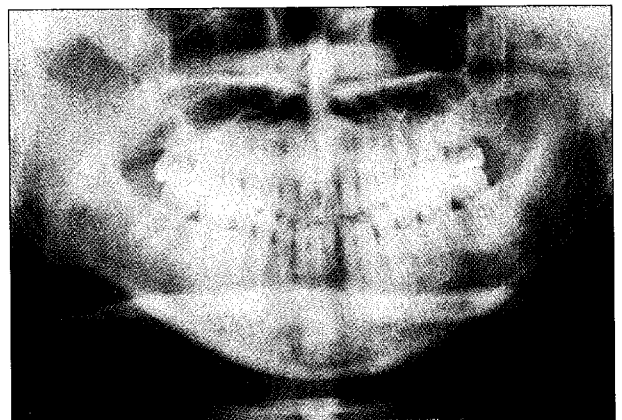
유양돌기부에서 하악우각부로 자란 굵고 긴 방사선 불투과성의 경상돌기인대 좌,우(증례 2).
